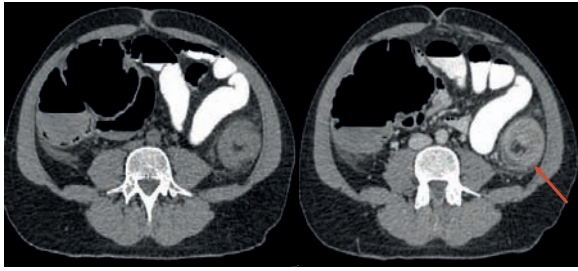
Tomografía computarizada de abdomen con contraste oral y endovenoso. Cortes axiales en fase sin contraste (A) y en fase portal (B), donde se observa engrosamiento parietal circunferencial en el colon descendente que genera disminución del calibre y distensión de los sectores proximales. La morfología del asa sugiere invaginación intestinal.
